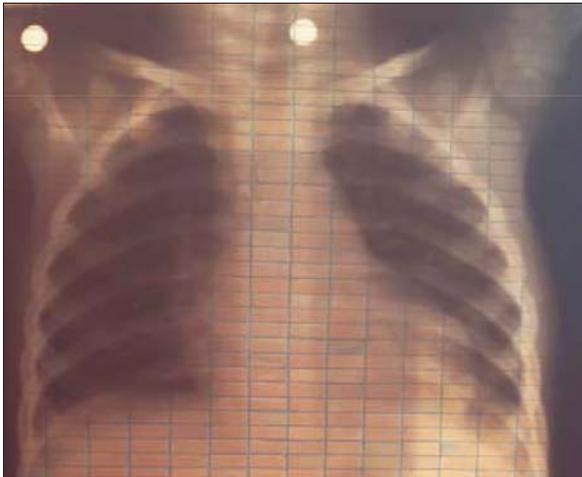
Radiografía de tórax: opacidad basal izquierda pequeña, sin derrame pleural.
